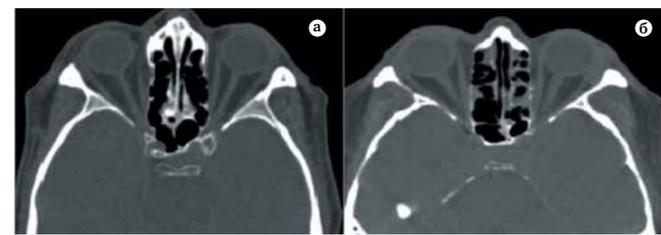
Компьютерные томограммы орбит (аксиальная проекция) пациентов с отсутствием орбитальной патологии: а — узкая длинная орбита; б — широкая короткая орбита
